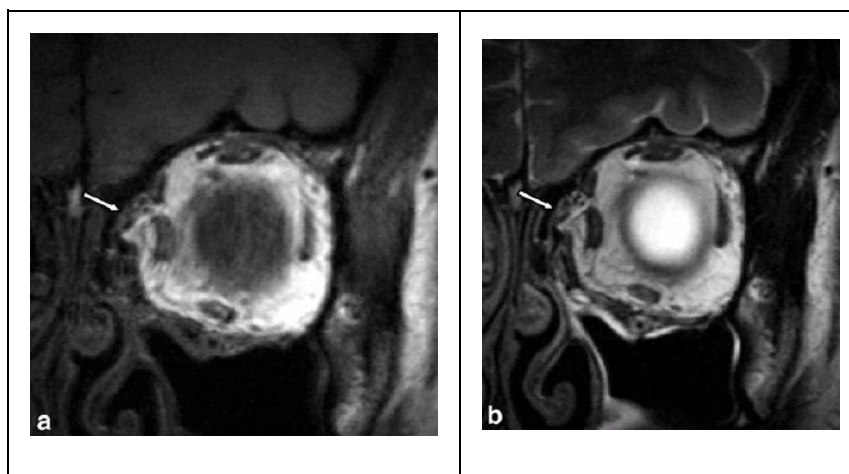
Hochauflösende koronare T1-(a) und T2-(b) gewichtete MRT-Bilder eines Patienten mit persistierender Doppelbildwahrnehmung, die einen kleinen Prolaps periorbitalen Weichteilgewebes ohne Einklemmung des M. rectus medialis und des M. obliquus superior zeigen (Pfeil).
